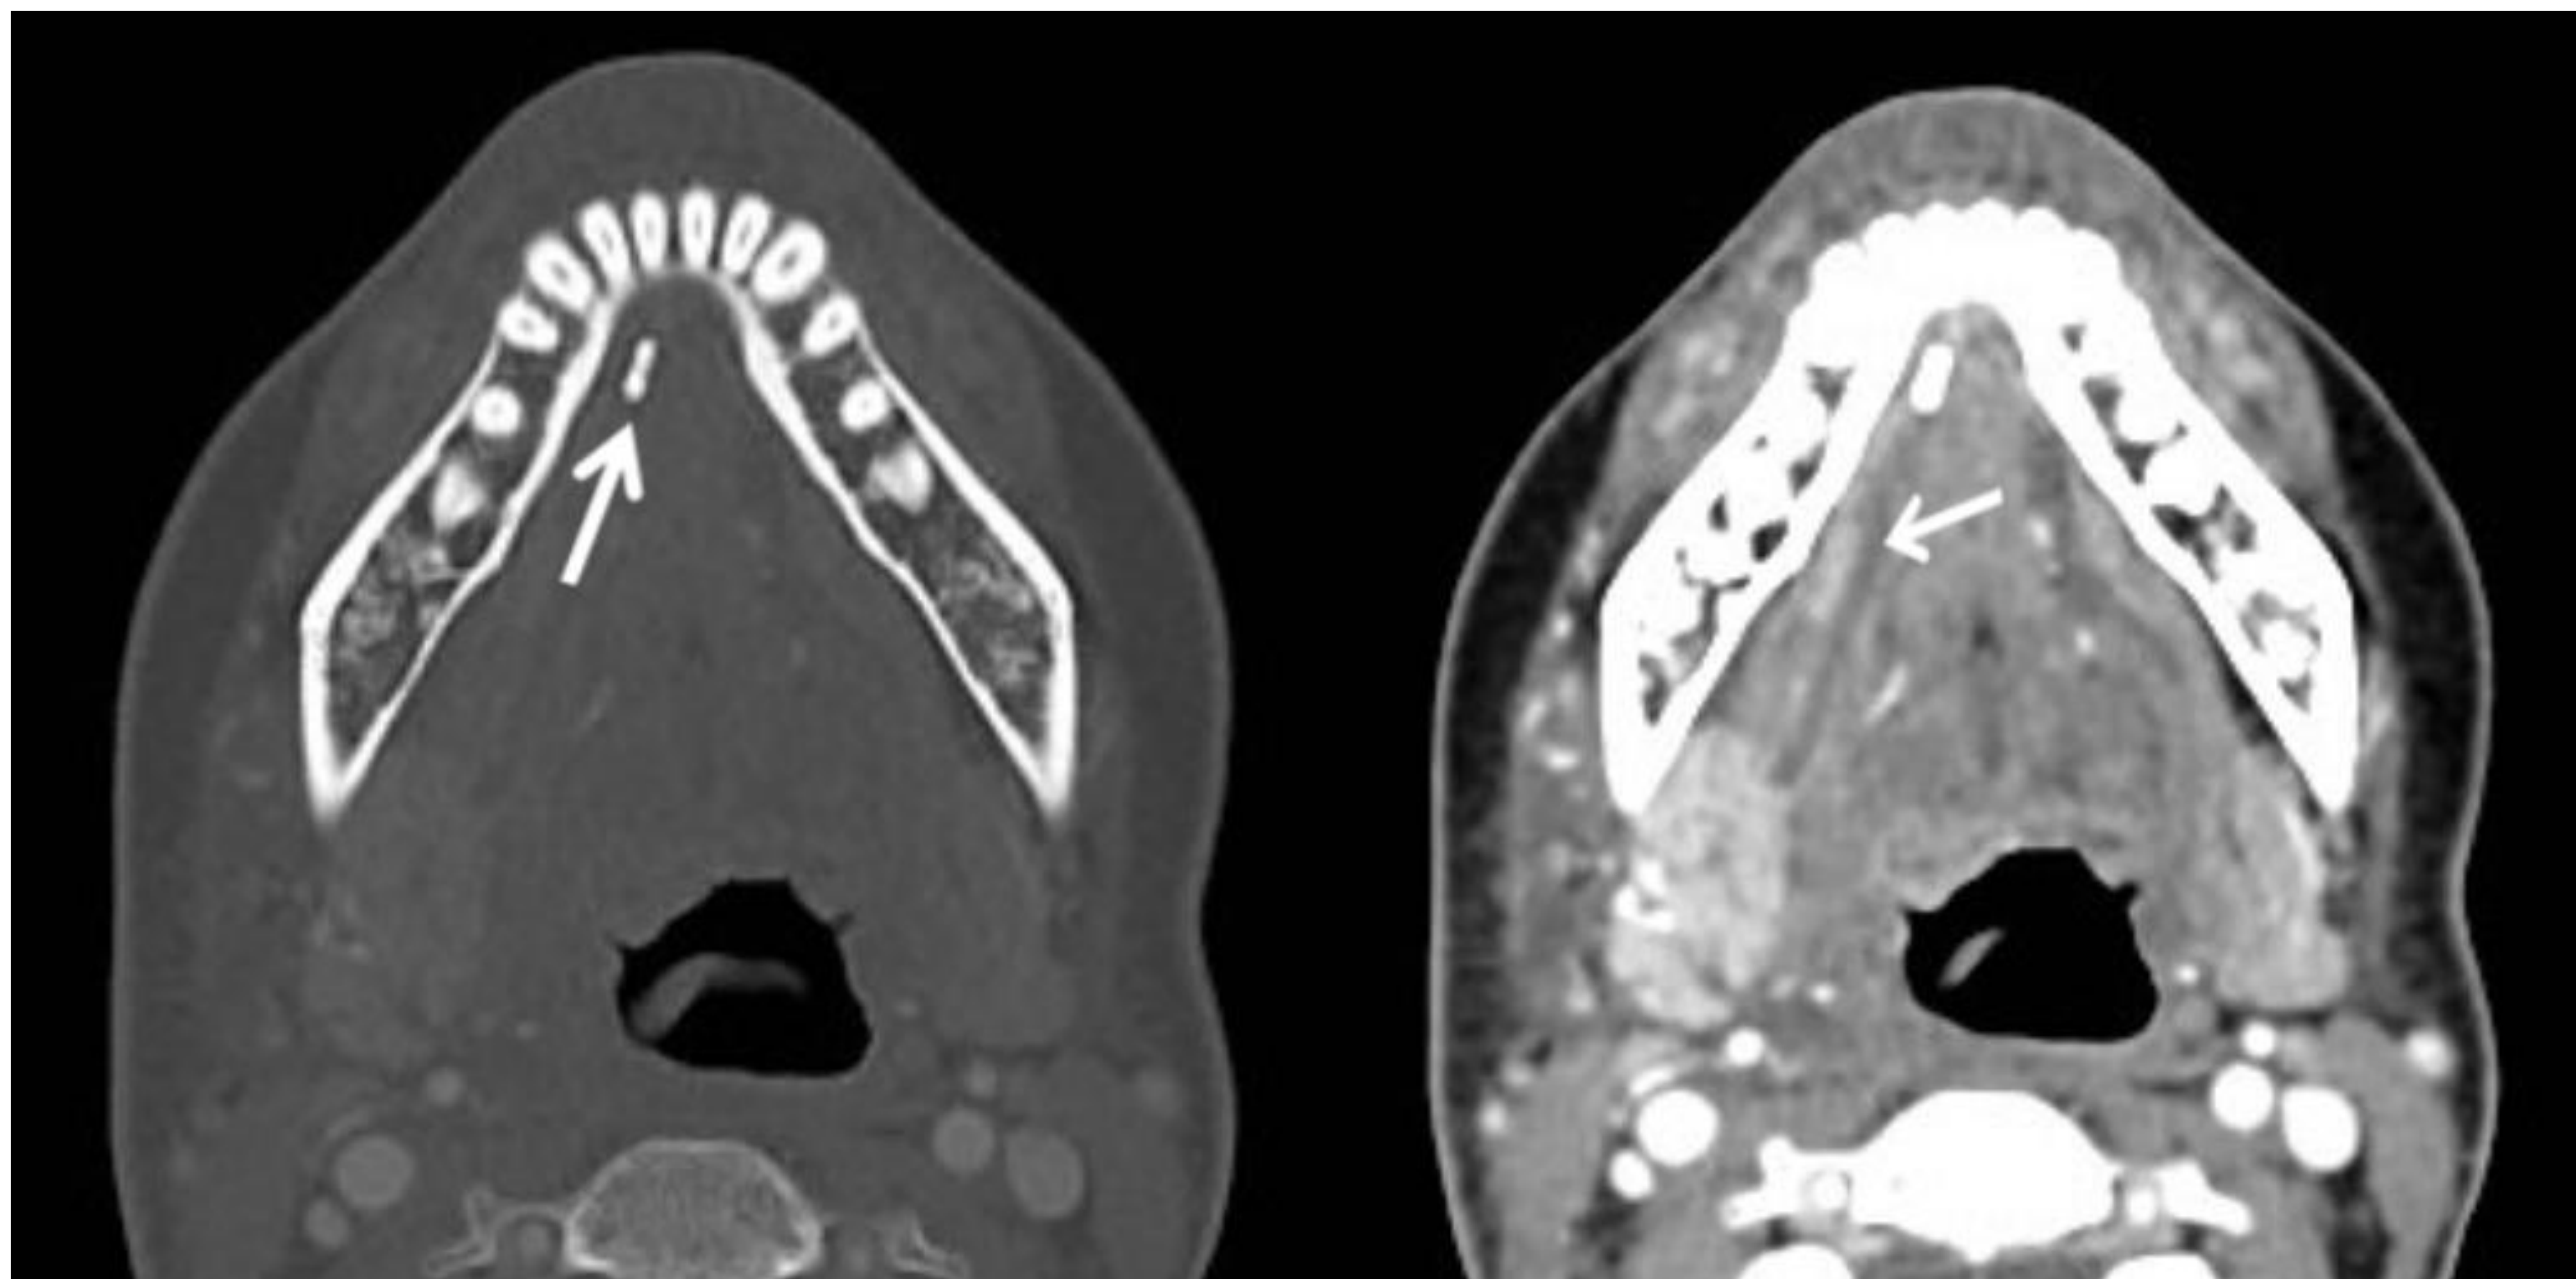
TC axial en ventana ósea (superior izquierda) y de partes blandas (superior derecha), y coronal de partes blandas (inferior) que muestran sialoadenitis submandibular derecha (flecha blanca en imagen inferior) con sialolitiasis (flecha blanca en imagen superior izquierda) impactada en el tercio distal del conducto de Warthon, señalado en imagen superior derecha.
